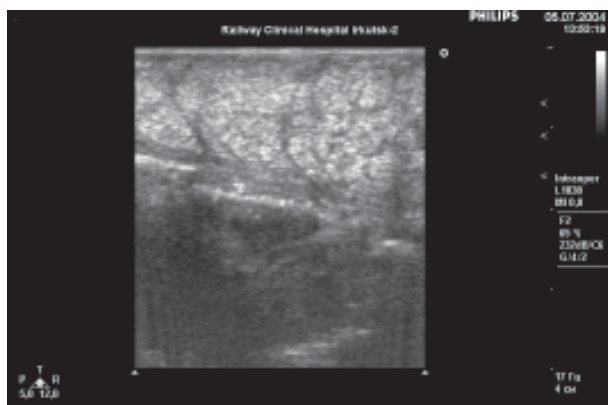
ИОУЗИ. Отсутствие кровотока в области хвоста поджелудочной железы.
